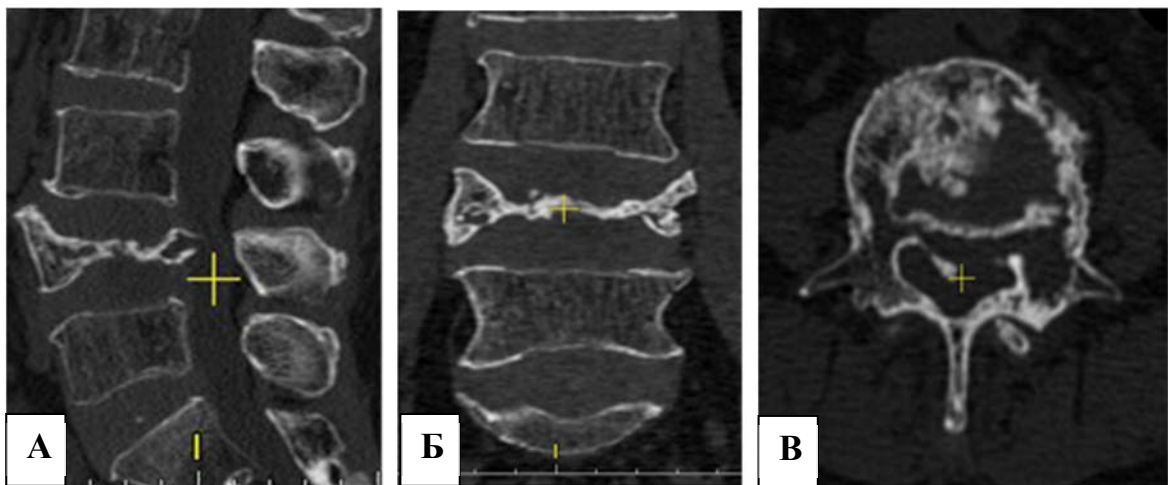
Предоперационные КТ пациентки К., 73 года: сагиттальная плоскость (А), фронтальная плоскость (Б), аксиальная плоскость (В)
